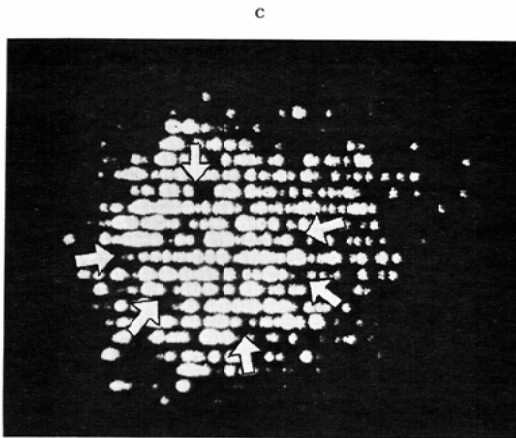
Laminoscintigrams of the same case as Fig. 15
